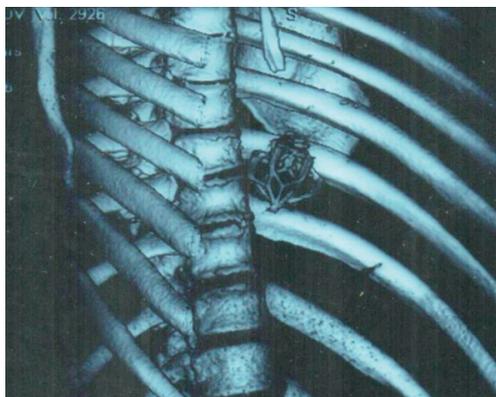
3D-реконструкция КТ с визуализацией кава-фильтра в правом предсердии
